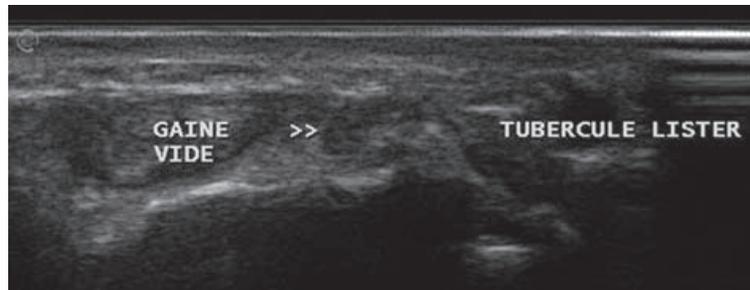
Coupe transversale d'échographie passant par l'extrémité inférieure du radius. Rupture traumatique du tendon du long extenseur du pouce avec image de compartiment vide.
